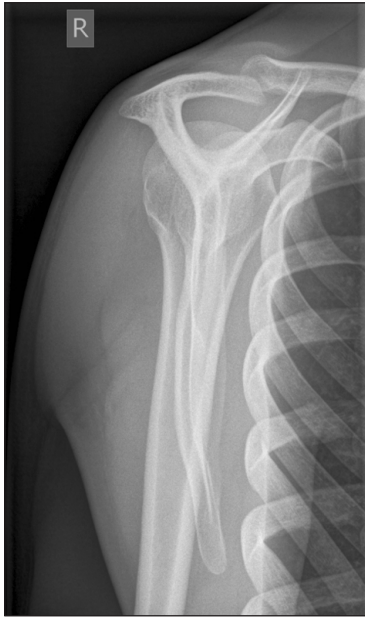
Рентгенограма правого плечового суглоба, V-подібна проекція
